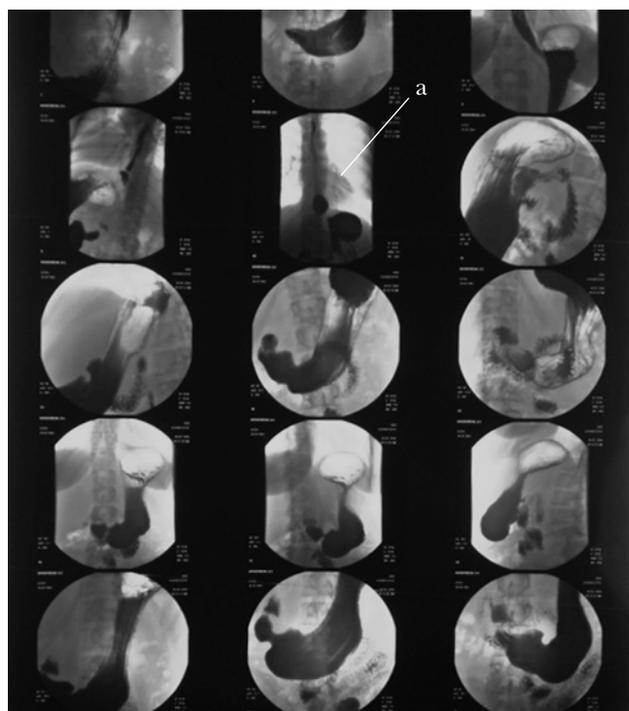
Рентгенокопия желудка до операции
